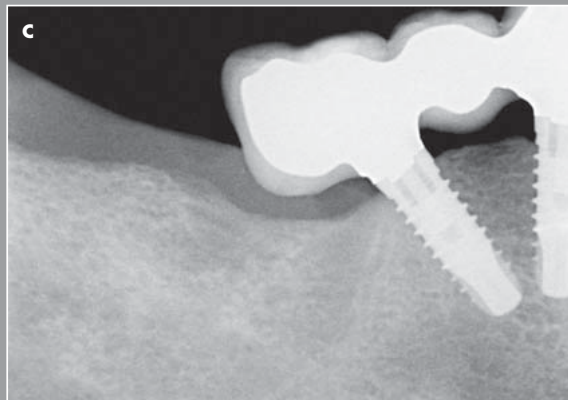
Klinisches Beispiel einer Zahnücke im posterioren Bereich des rechten Unterkiefers in Verbindung mit einer gravierenden horizontalen und vertikalen Atrophie, die durch Insertion zweier Implantate, von denen eines distal zum Foramen mentale geneigt inseriert wurde, gelöst wurde. a) Lateralansicht der implantatprothetischen Rehabilitation in regio 44-46 mit kleiner distaler Extension. b) Okklusalan-sicht. c) Röntgenbild der implantatprothetischen Versorgung.
